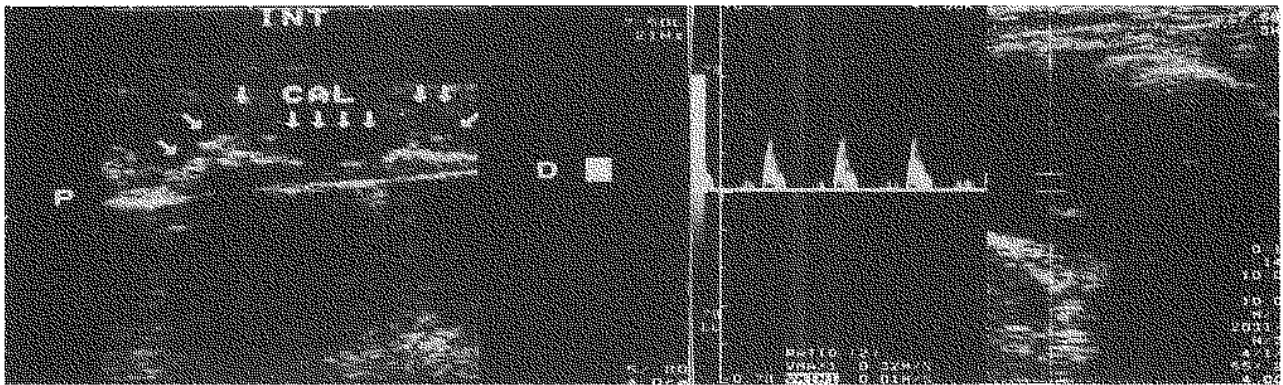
Image échographique et écho-doppler de la vascularisation de la fracture (à la quatrième semaine).
